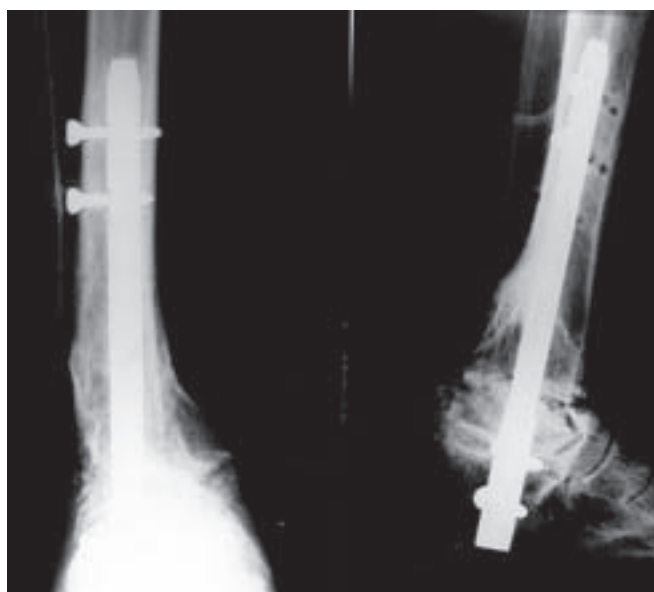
Radiografias pós-operatória nas incidências ântero-posterior e perfil, mostrando a fixação da artrodese tibiototalcalcânea com haste intramedular bloqueada após a ressecção da fibula distal e correção da deformidade em varo
